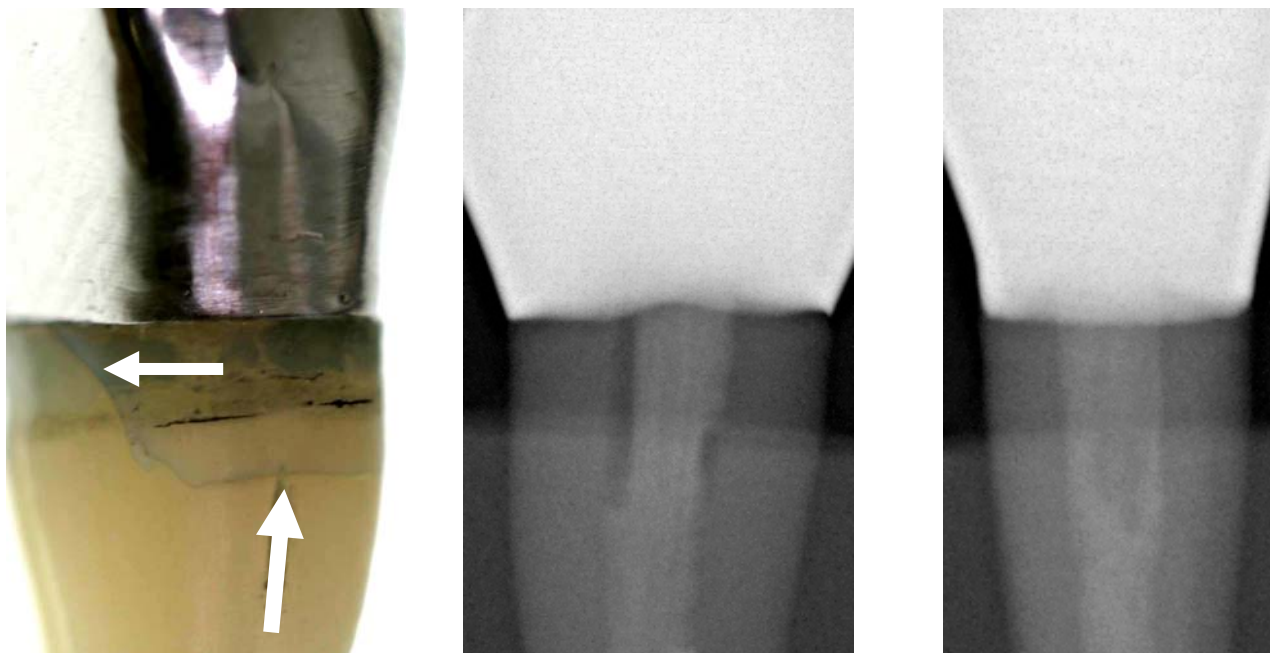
Beispiel einer röntgenologisch nicht erkennbaren, irreparablen Fraktur im oberen Wurzel Drittel (Gruppe Krone + DT Light SL; links: Prüfkörper Nr. 4 nach Anfärbung, mittig: Röntgenansicht von mesial, rechts: Röntgenansicht von bukkal)
